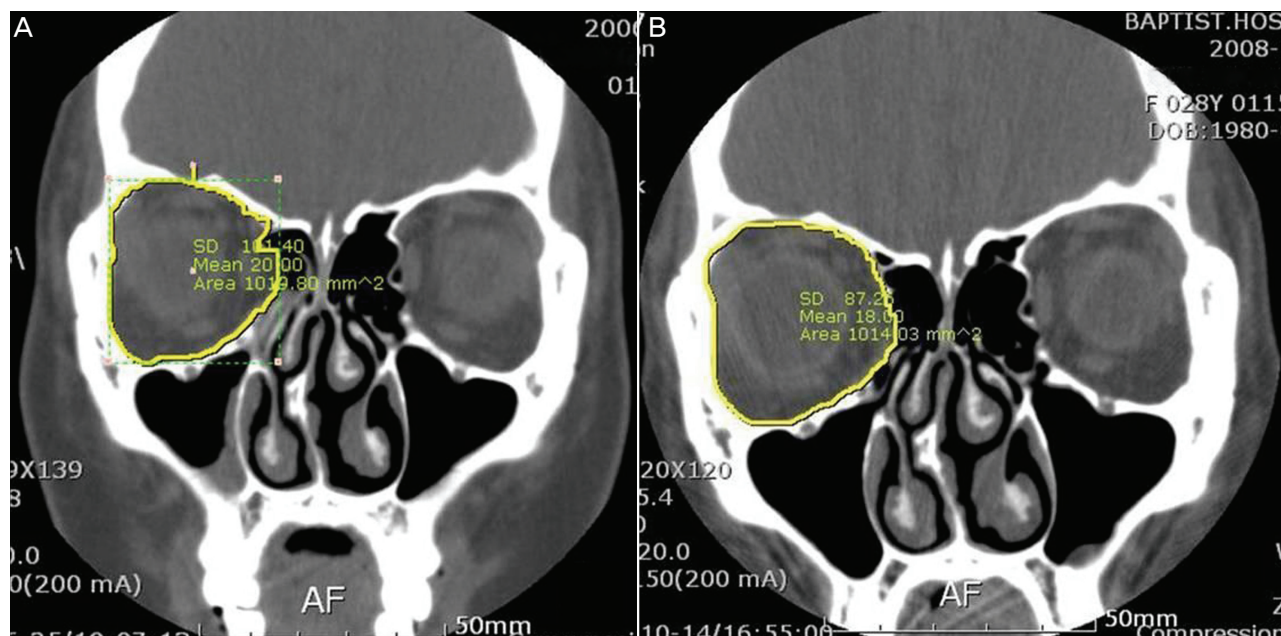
The orbital volume was calculated by summing the volumes between two scan sections. Preoperative (A) and postoperative (B) CT scans.
